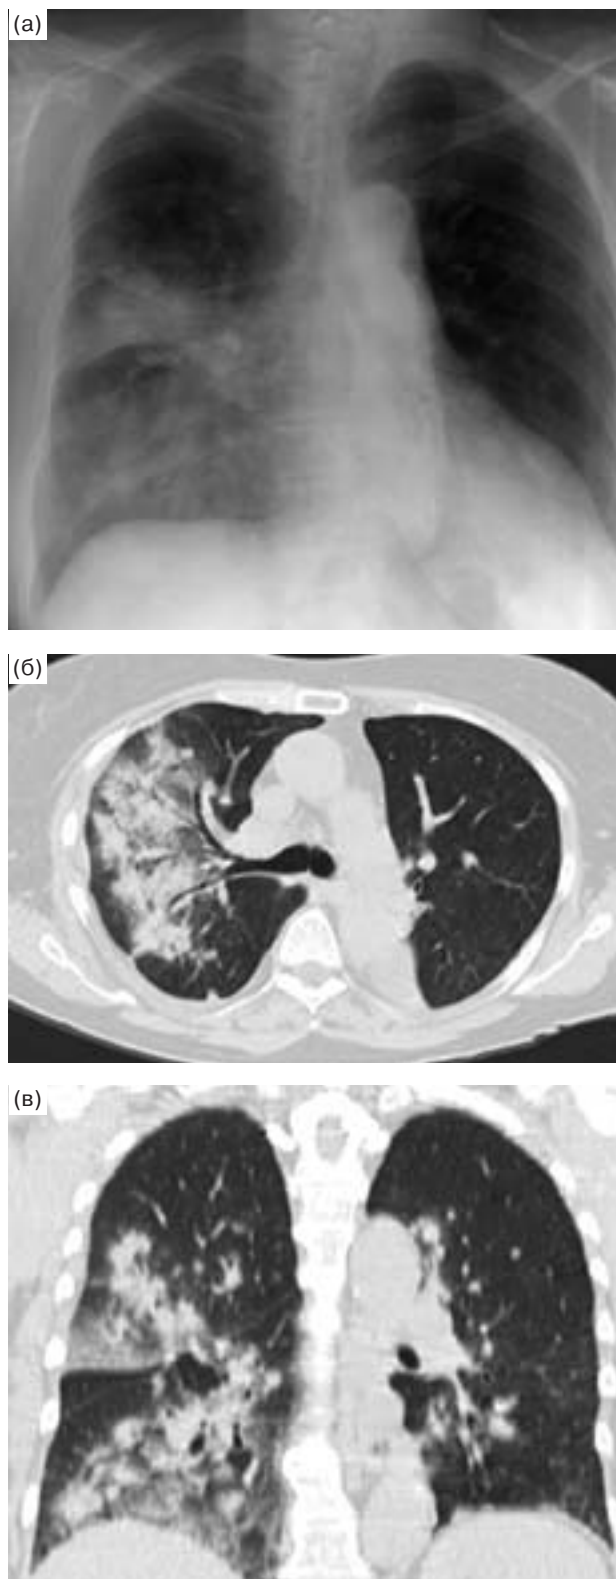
Рентгенография в прямой проекции (а) и КТ грудной клетки: аксиальный срез (б) и реформация во фронтальной плоскости (в). Метастазы в легкие рака прямой кишки, пневмониеподобная форма. Преимущественно в правом легком обширная зона инфильтрации легочной ткани без четких контуров, с видимыми просветами бронхов. Опухолевые клетки обнаружены в бронхоальвеолярном лаваже.
